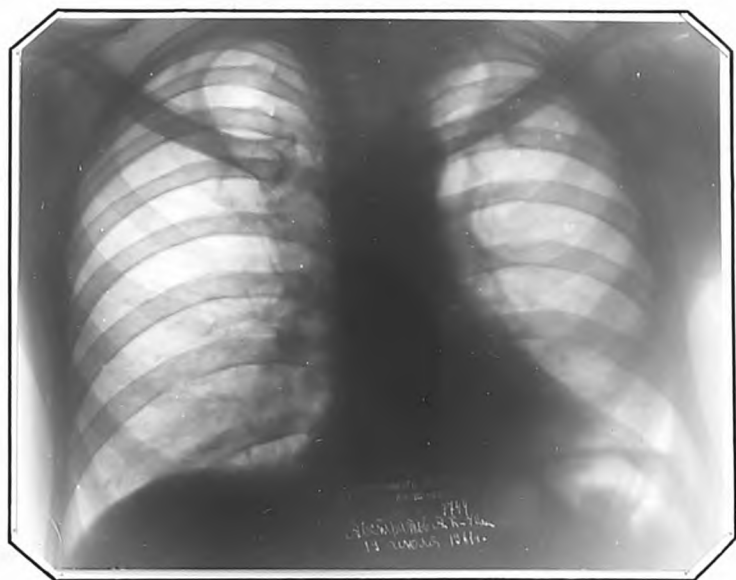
Рентгенограмма т. А. от 19.VII.1961 г.
